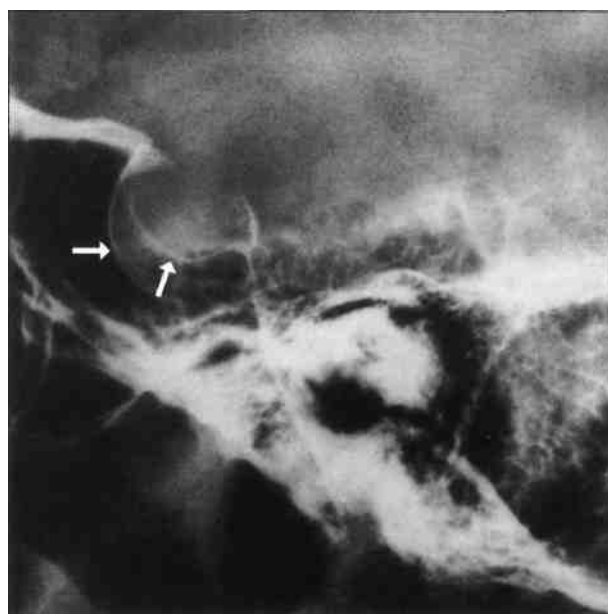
Рентгеновский снимок области турецкого седла у девушки 17 лет 9 мес с первичной аменореей. Уровень пролактина в крови 1710 нг/мл, уровень гонадотропинов снижен, эстрадиола - менее 6 пг/мл. На снимке отчетливо виден двойной контур, характерный для пролактиномы.
